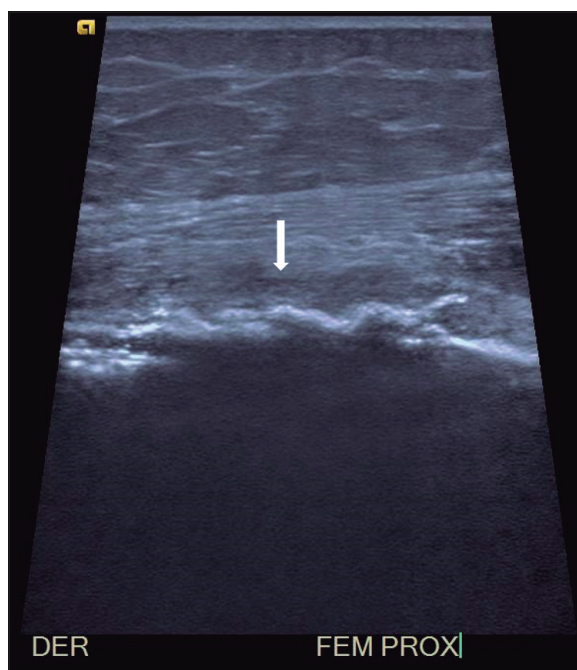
Ecotomografía de muslo derecho: se observa alteración e irregularidad de la cortical de fémur proximal derecho, asociado a reacción perióstica.
